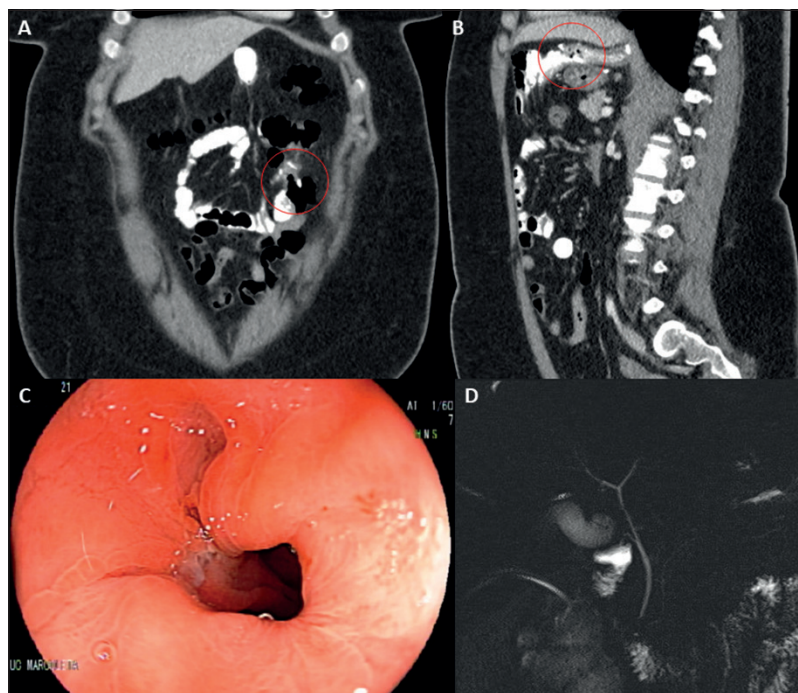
Estudio imagenológico de la segunda consulta al servicio de urgencias a treinta días de la cirugía. En la tomografía computada, corte coronal (A) y sagital (B), se observan respectivamente la entero-enteroanastomosis (círculo) y gastro-yeyunoanastomosis (círculo) permeables sin filtración de contraste. En (C) se muestra la gastro-yeyunoanastomosis permeable en la endoscopia. En (D) se muestra la colangiografía por resonancia que descarta litiasis.
